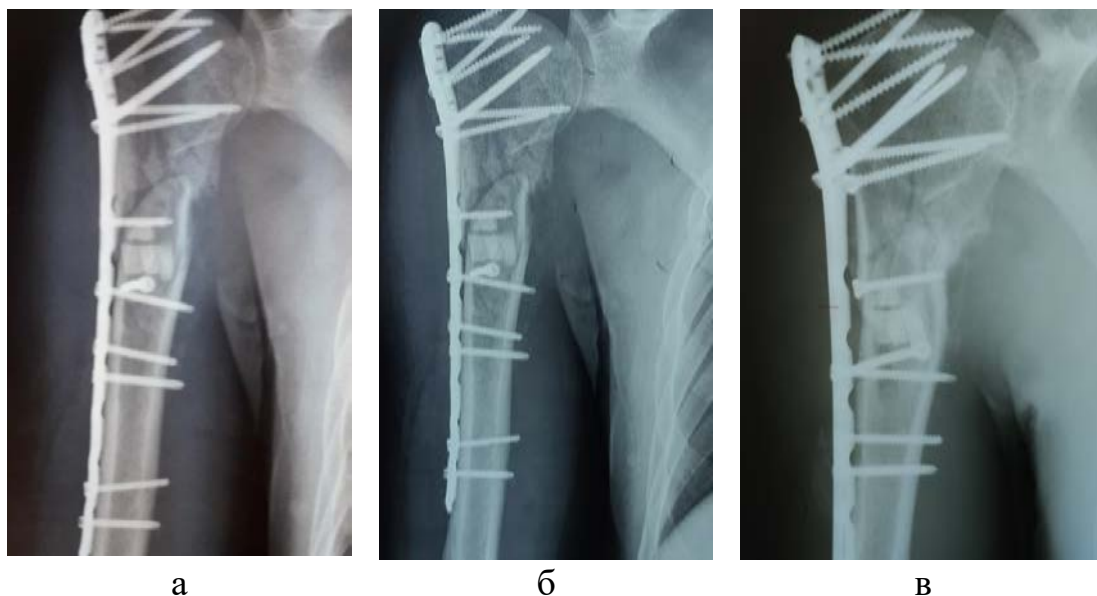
Рентгенограми хворого Н., 42 роки після хірургічного втручання (а), через 3 міс. (б), 4 міс. (в).
